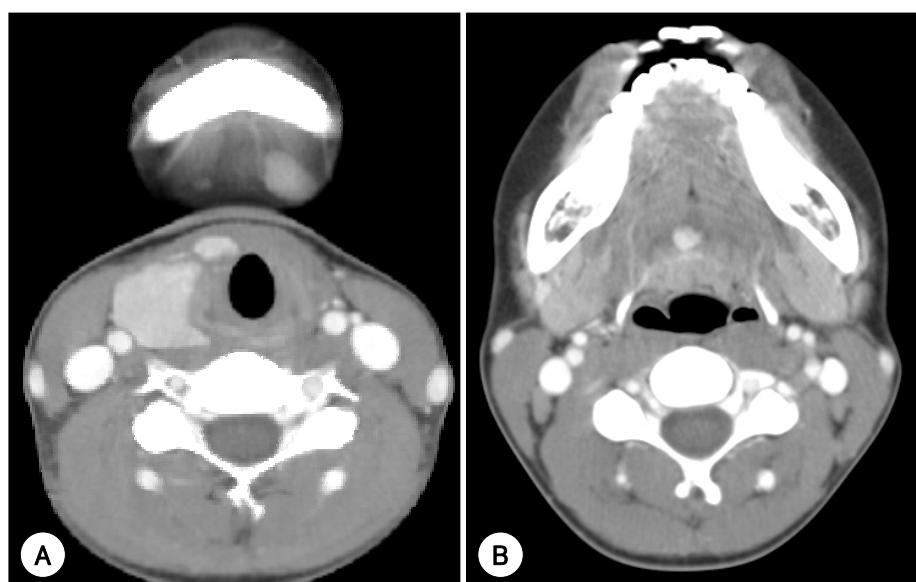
Axial CT scan(case 1) with contrast enhancement. A : Visualization of the right lobe with diffuse enlargement is noted whereas there is no normal thyroid tissue on the left side and the isthmus. B : There is a well enhanced $1.0 \times 1.5\text{cm}$ sized mass in the base of tongue area.
